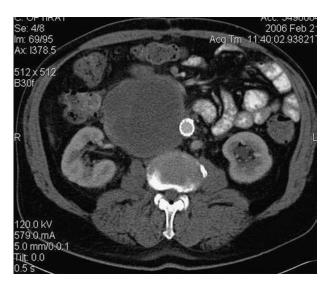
TC de seguimiento a los 3 meses que demuestra la permeabilidad de la endoprótesis sin identificar una hemorragia adicional en el tumor.
